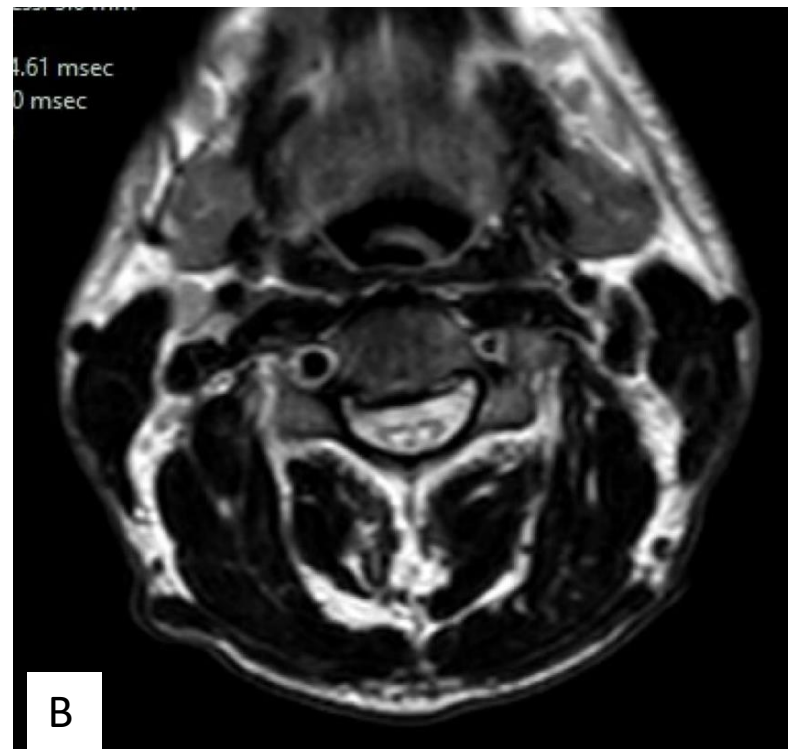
RM médula dorsolumbar. En la imagen A (corte sagital STIR) se aprecia una lesión hiperintensa a nivel de C3 que se extiende hasta C4 y se asocia a adelgazamiento medular. En la imagen B (corte axial T2), la lesión parece afectar a los cordones posteriores. El estudio se completó con CIV (imagen C, corte axial T1 con gadolinio), sin embargo, no se visualizó realce de la lesión. Estos hallazgos, dada la clínica de desnutrición del paciente, son compatibles con el diagnóstico de degeneración combinada subaguda.
